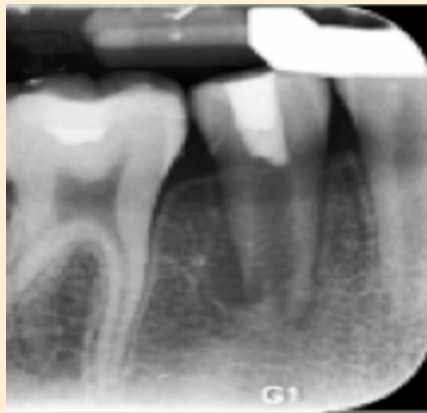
Radiografía periapical a tres meses.
